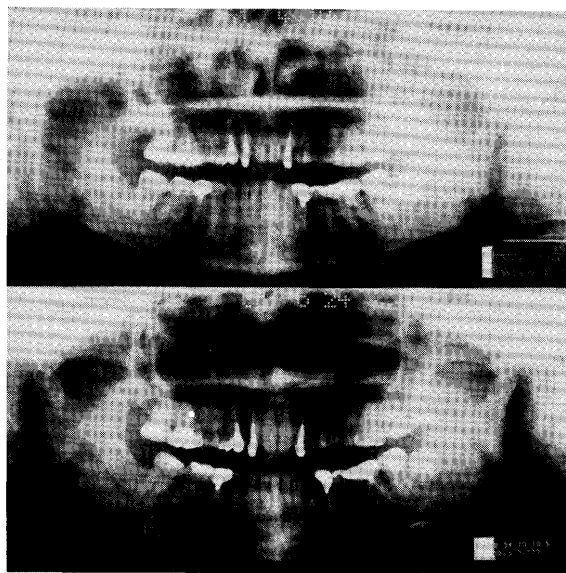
Orthopantomographies obtained 4/10/'86 (top) and 6/24/'86 (bottom) show moth-eaten like bone absorption shadows in the body of the right mandible.
